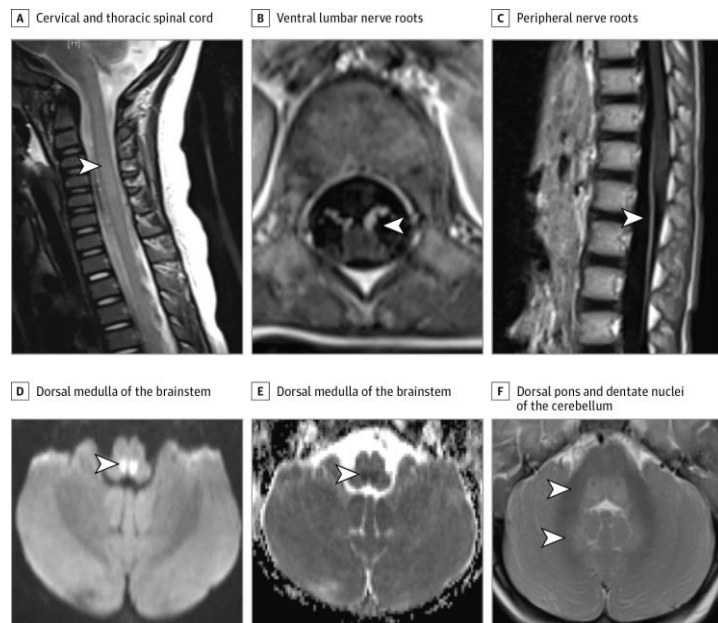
Troballes de RM en pacients amb encefalitis de tronc per EV-A71: A) senyal hiperintensa en seqüència ponderada en T2; B i C) captació de contrast; D i E) restricció de la difusió; F) senyal hiperintensa en T2. Figura extreta de la revista *JAMA Neurology*¹¹⁹.
